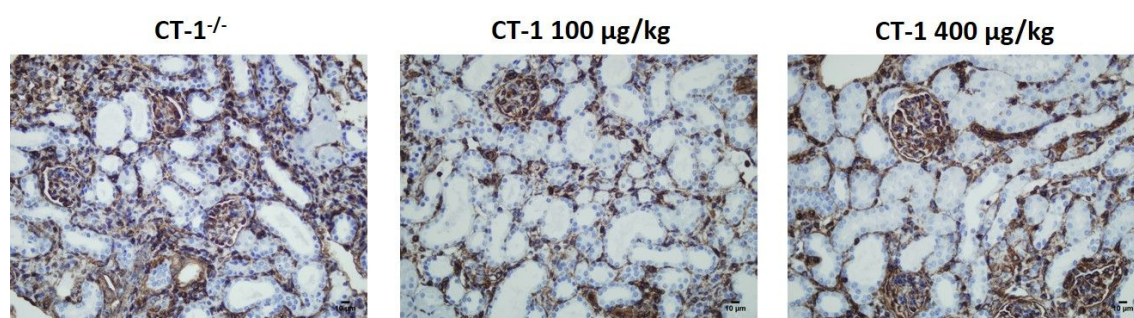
Análisis de la expresión de vimentina tras 15 días de obstrucción. Imágenes representativas de tinción inmunohistoquímica con vimentina de la corteza de riñones obstruidos de ratones CT-1^{-/-} tratados con CT-1 100 µg/kg y 400 µg/kg. CT-1^{-/-} (n=6), CT-1 100 µg/kg (n=5), CT-1 400 µg/kg (n=5). Magnificación original: 400X. CT-1: cardiotrofina-1.
